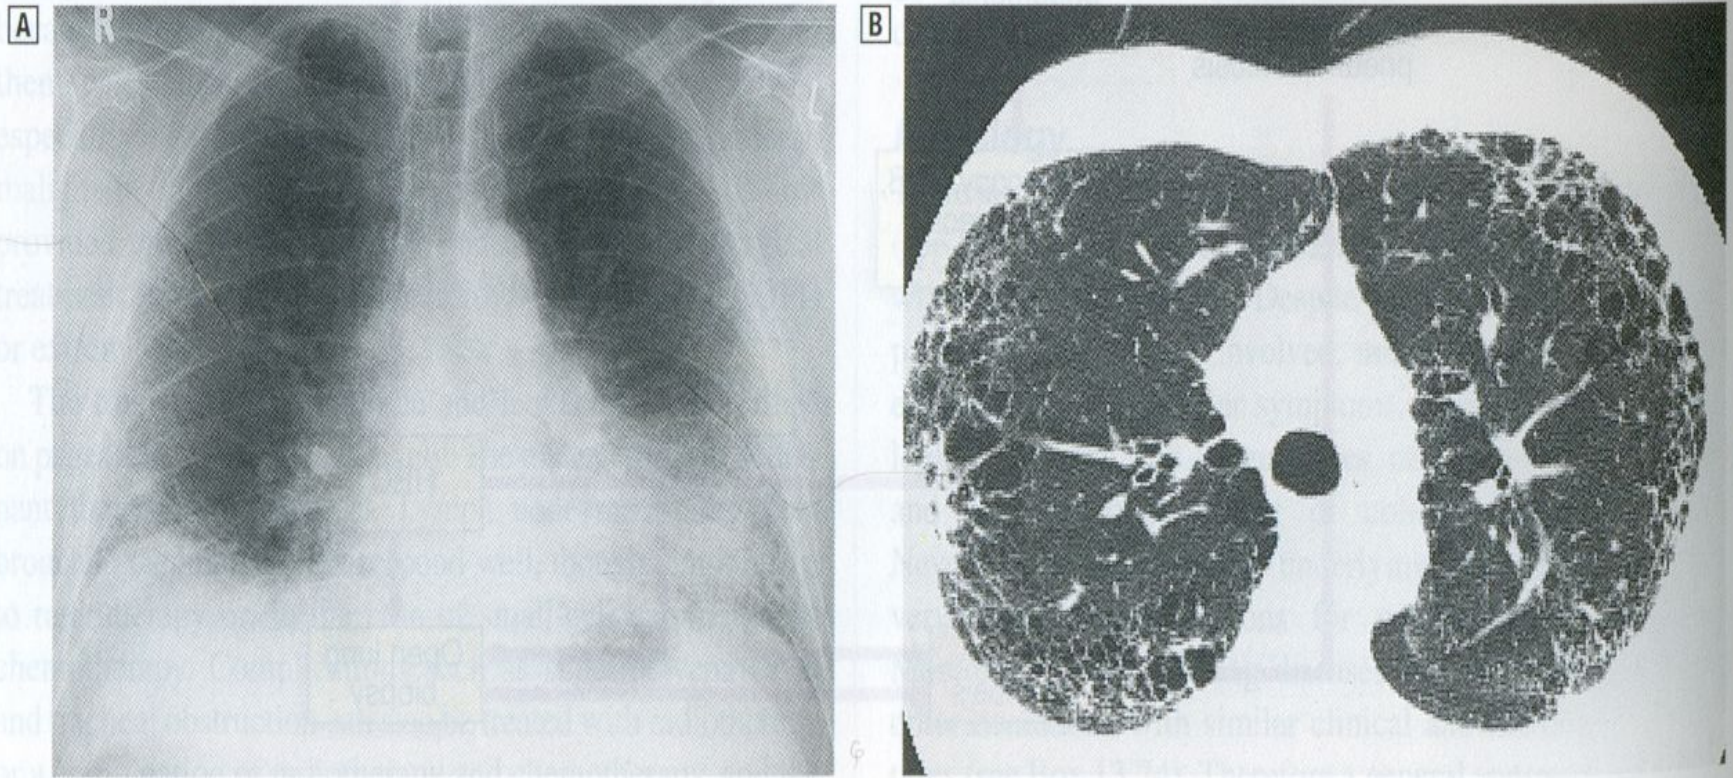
Cryptogenic fibrosing alveolitis. A Chest radiograph showing bilateral, predominantly lower zone and peripheral coarse reticulonodular shadowing and small lungs. B The CT shows honeycombing and scarring which is most marked peripherally.
